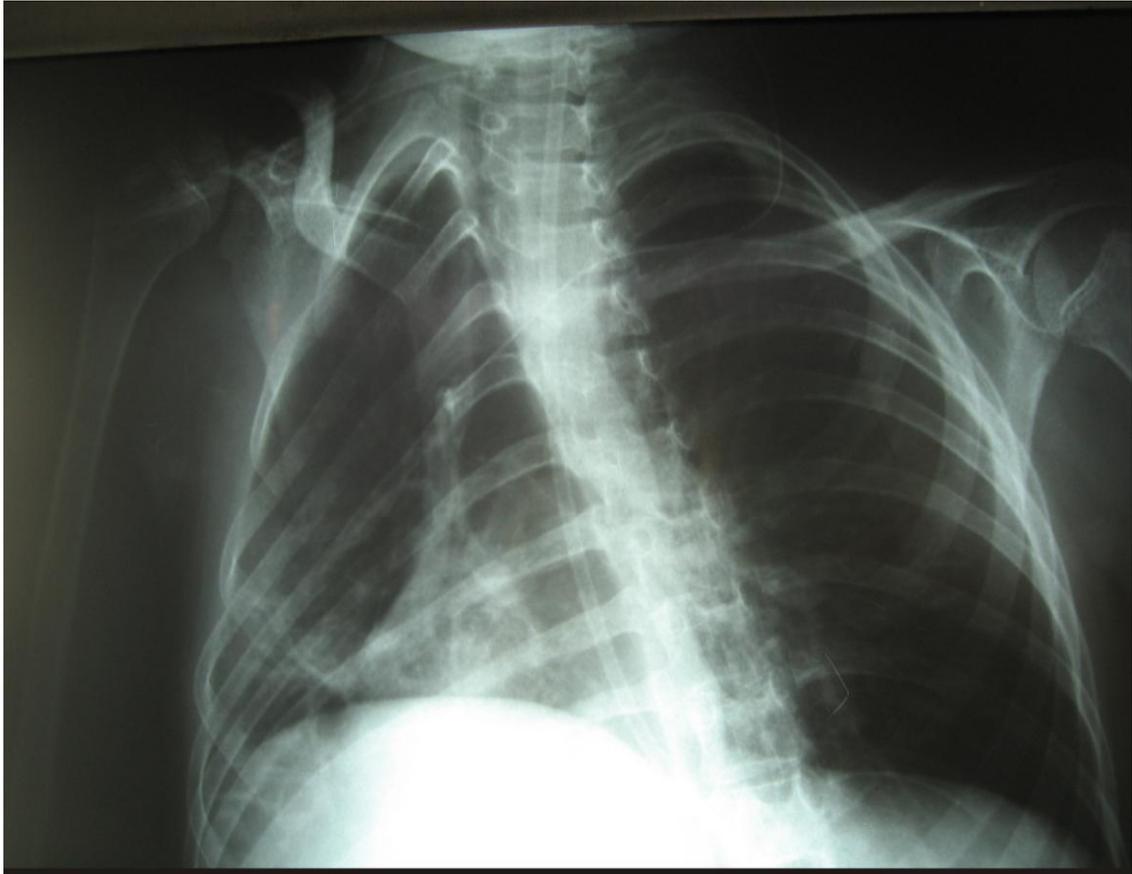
Radiografia de tórax (criança com deformidade torácica) submetida ao CVCP pela VJE
